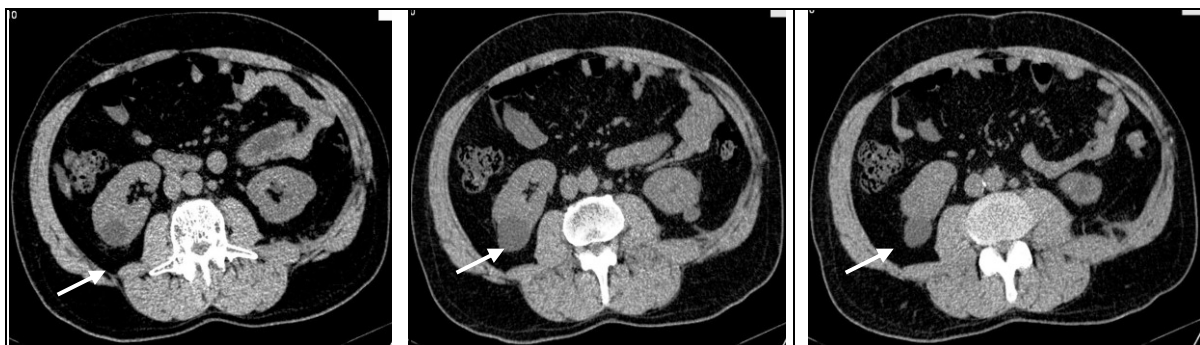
TC: Hematom subcapsular de dimensiuni mici al rinichiului drept.
